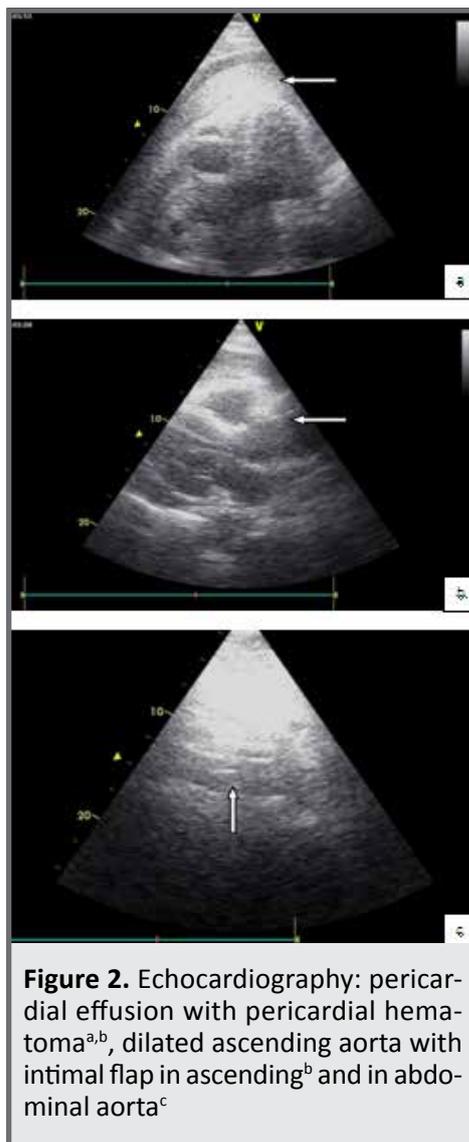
Echocardiography: pericardial effusion with pericardial hematoma^{a,b}, dilated ascending aorta with intimal flap in ascending^b and in abdominal aorta^c
